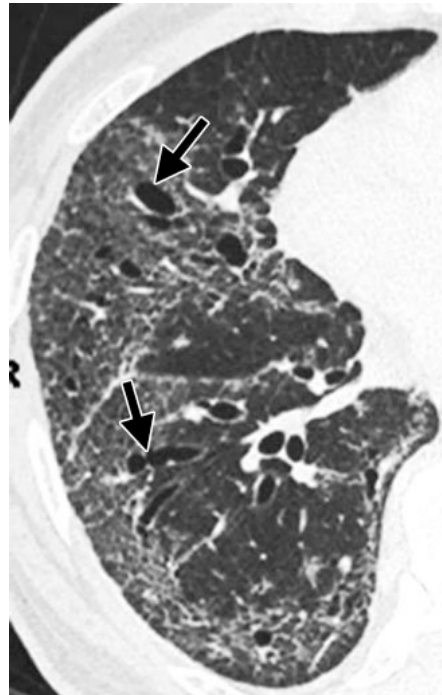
Corte transversal de TAC que muestra tracción en bronquiectasias (flechas) en fibrosis retráctil pulmonar.
